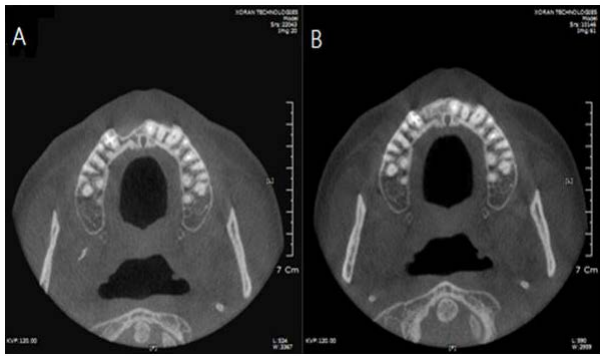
Cone-beam CT images before (A) and after (B) GBR of #11, 12 edentulous ridge.
